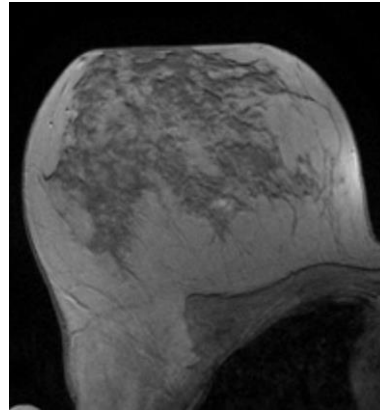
In der KM-gestützten MRT im T1 Bild Demaskierung eines kleinen Karzinomherdes aufgrund der Kumulation des paramagnetischen Kontrastmittels in der Folge der Tumorangiogenese (Lichtbild zur Verfügung gestellt vom Brustzentrum Göttingen).
